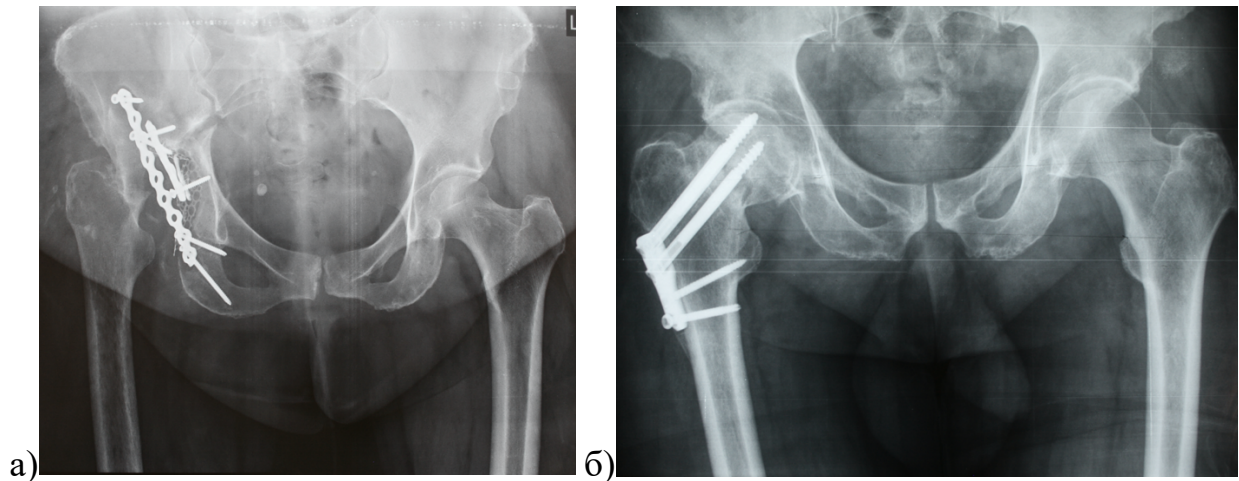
Обзорные рентгенограммы таза пациентов с посттравматическим коксартрозом: а – женщина 49 лет через 1,5 года после перелома вертлужной впадины, состояние после фиксации задней колоны двумя пластинами, разрушение головки и подвывих в суставе; б – мужчина 63 лет через год после трансцервикального перелома шейки бедренной кости, состояние после остеосинтеза, пенетрация головки фиксирующими винтами, повреждение хряща вертлужной впадины
